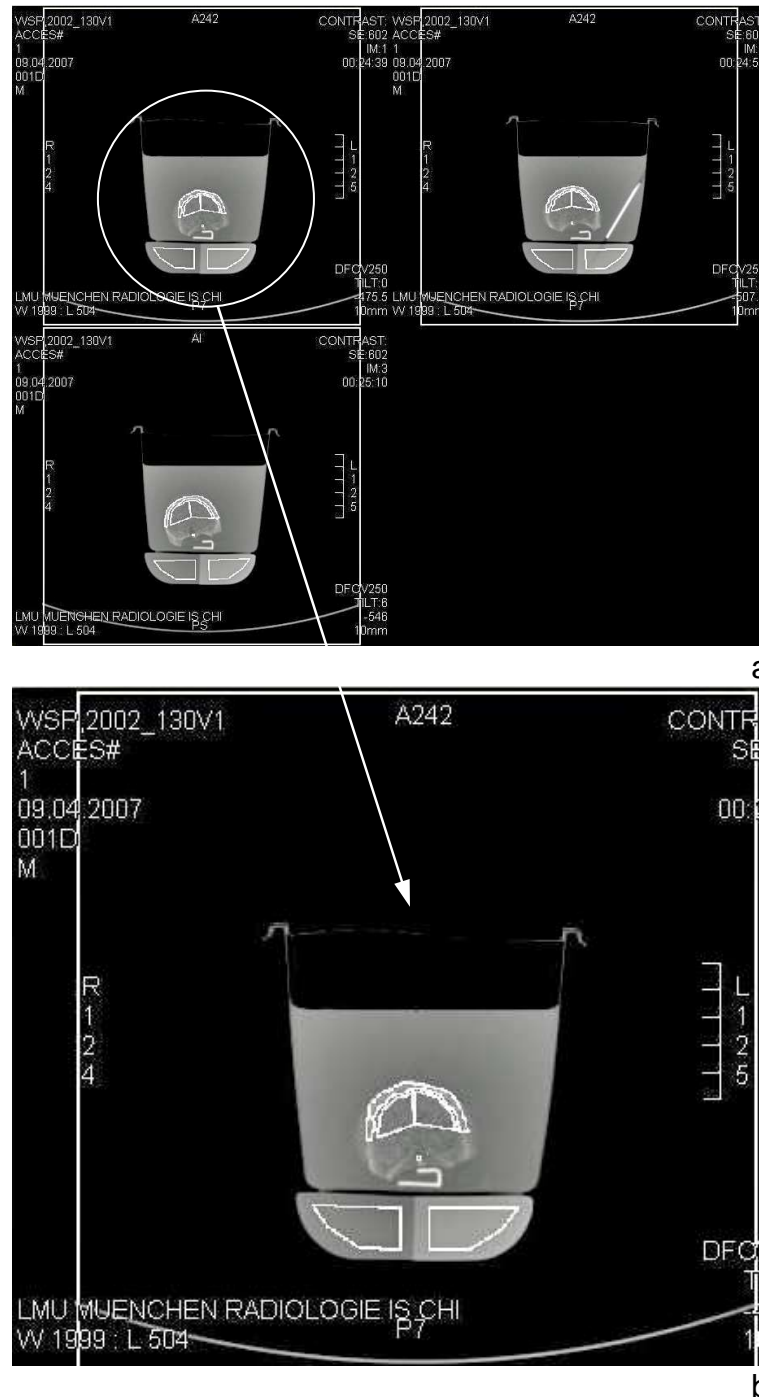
a-b: Auswertung der CT-Bilder durch die Software Siemens Syngo Osteo CT - Markierung der Messbereiche für den corticalen und trabekulären Knochen
